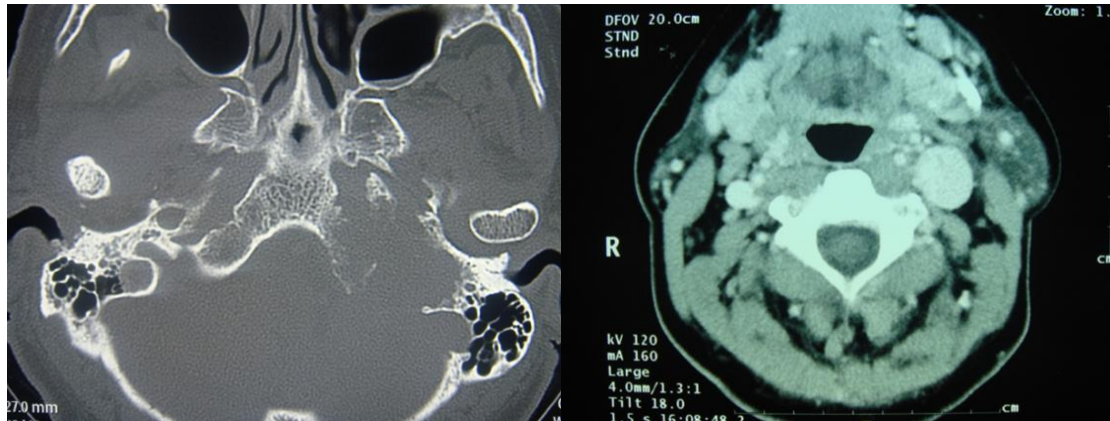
CASO 1: Paraganglioma do forâmen jugular esquerdo. Esquerda: TC crânio-encefálica (corte axial, janela de osso) que revela lesão osteolítica do forâmen jugular esquerdo. Direita: TC cervical (corte axial, contraste EV, partes moles), a qual demonstra o aumento das dimensões da veia jugular interna esquerda por eventual lesão expansiva.
